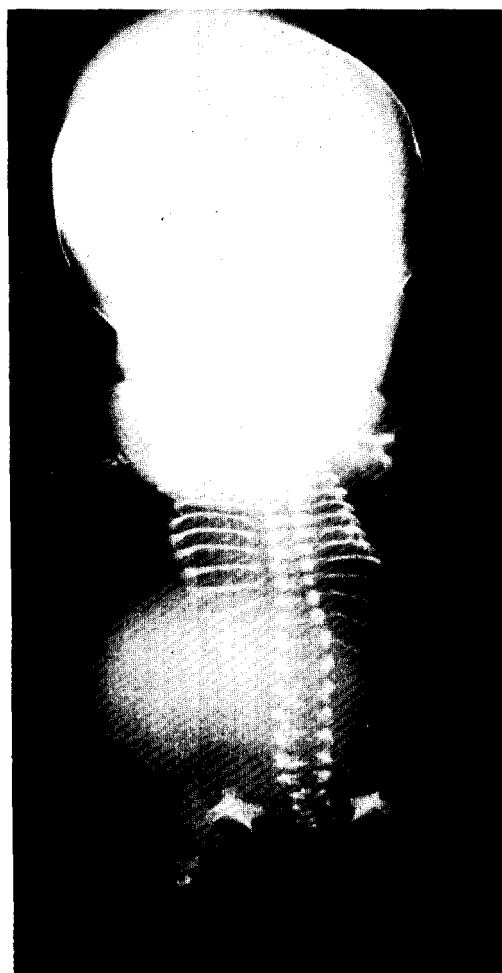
Achondrogenesis, type 2 のX線写真
